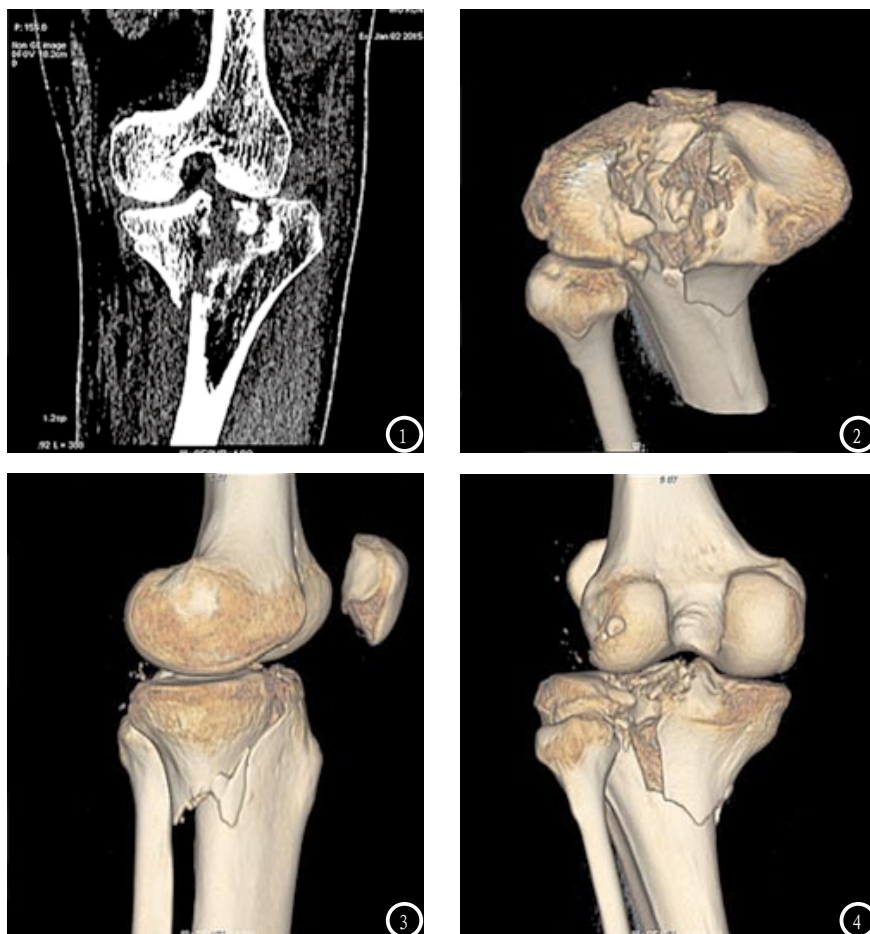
女性, 32岁, 左胫骨平台粉碎性骨折CT图像。图1为MPR重建图像, 清晰显示平台塌陷程度, 图2-4为VR不同角度图像, 示左胫骨平台骨质碎裂, 内侧平台纵行劈裂, 累及关节面、髁间嵴, 并可见游离骨块, IV型: 内侧平台骨折。
